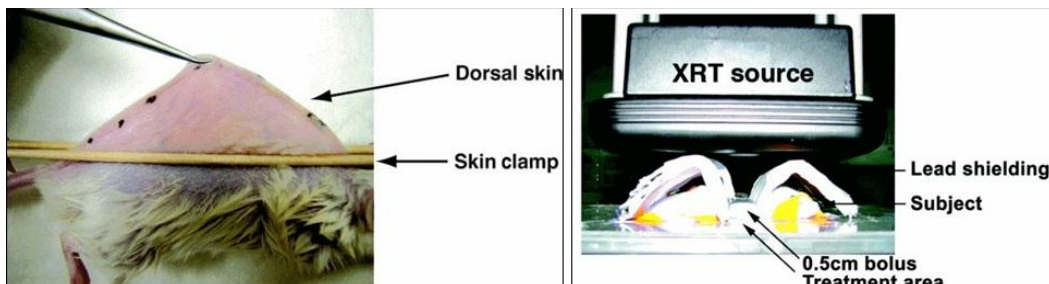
선형가속기를 이용한 마우스 피부 방사선조사
